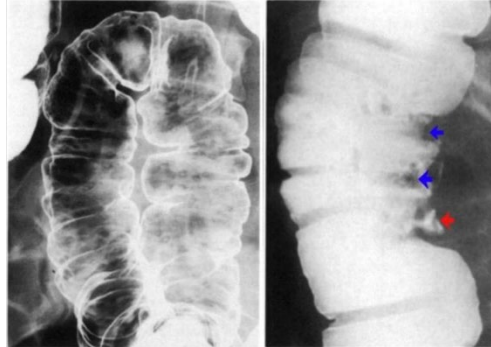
ulcération de la paroi du côlon, visible grâce au lavement baryté du tube digestif sur un cliché radiographique [61].
